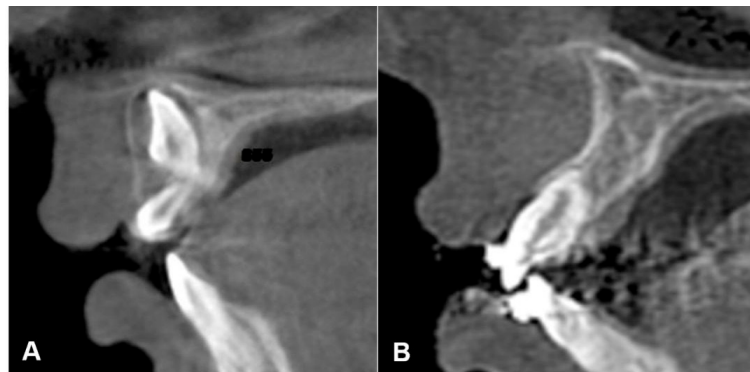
Imágenes tomográficas A. Corte sagital inicial de diente 11 evaluado en cbct. B. Corte sagital final de diente 11 evaluado en cbct.
